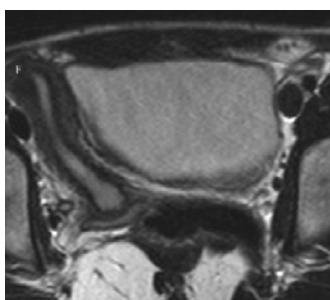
IRM Útero Unicorno
